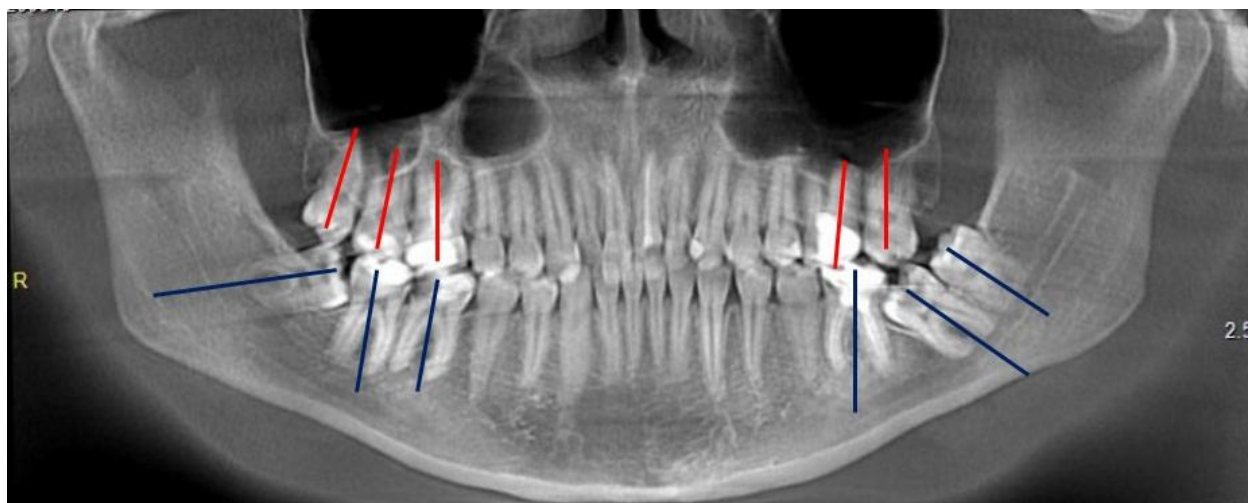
Определение симметричности расположения антагонистов и антимеров на ортопантомограмме (нижние зубы мудрости и второй моляр слева – ретенированы и аномально расположены)
